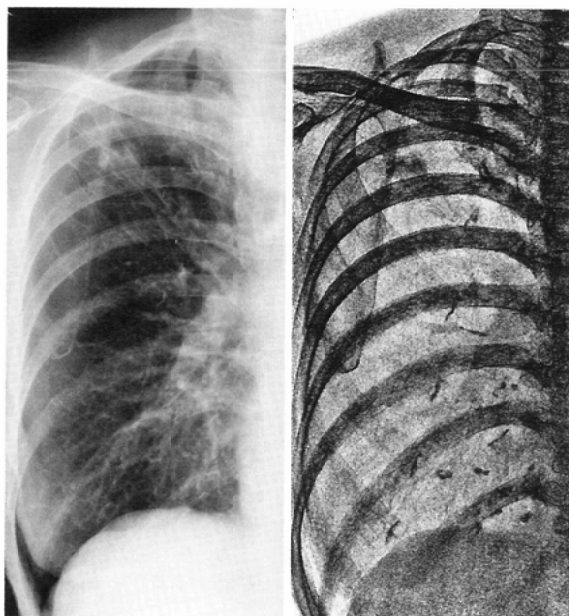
Chest radiographs of patient with pulmonary nodular granuloma. Bone image demonstrates calcification in nodule. Multiple costochondral calcifications are well demonstrable also.
